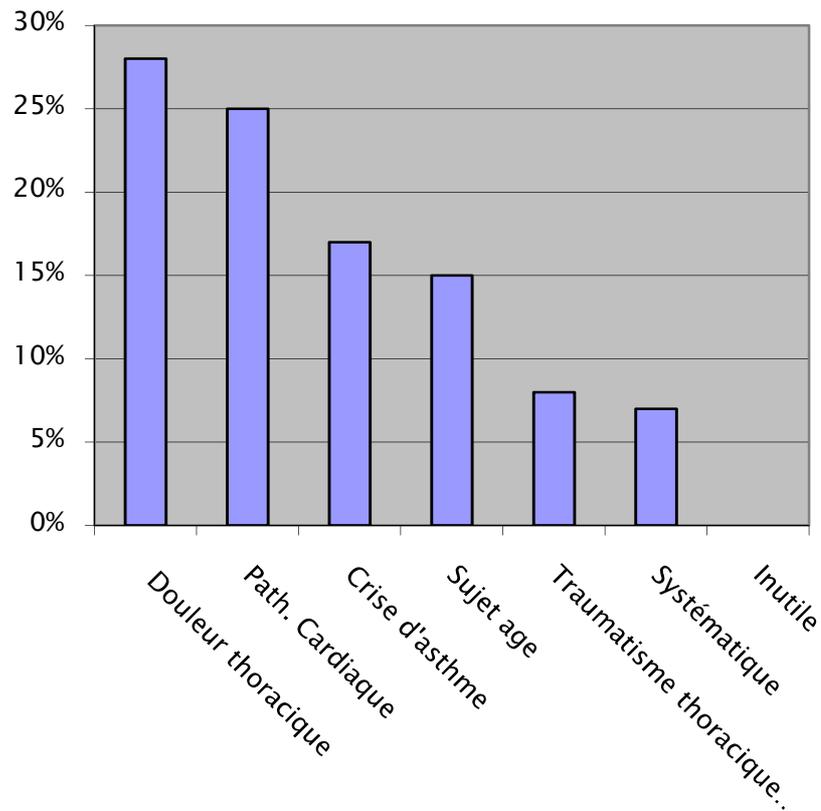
Prescription de la radiographie du thorax au SAU.
